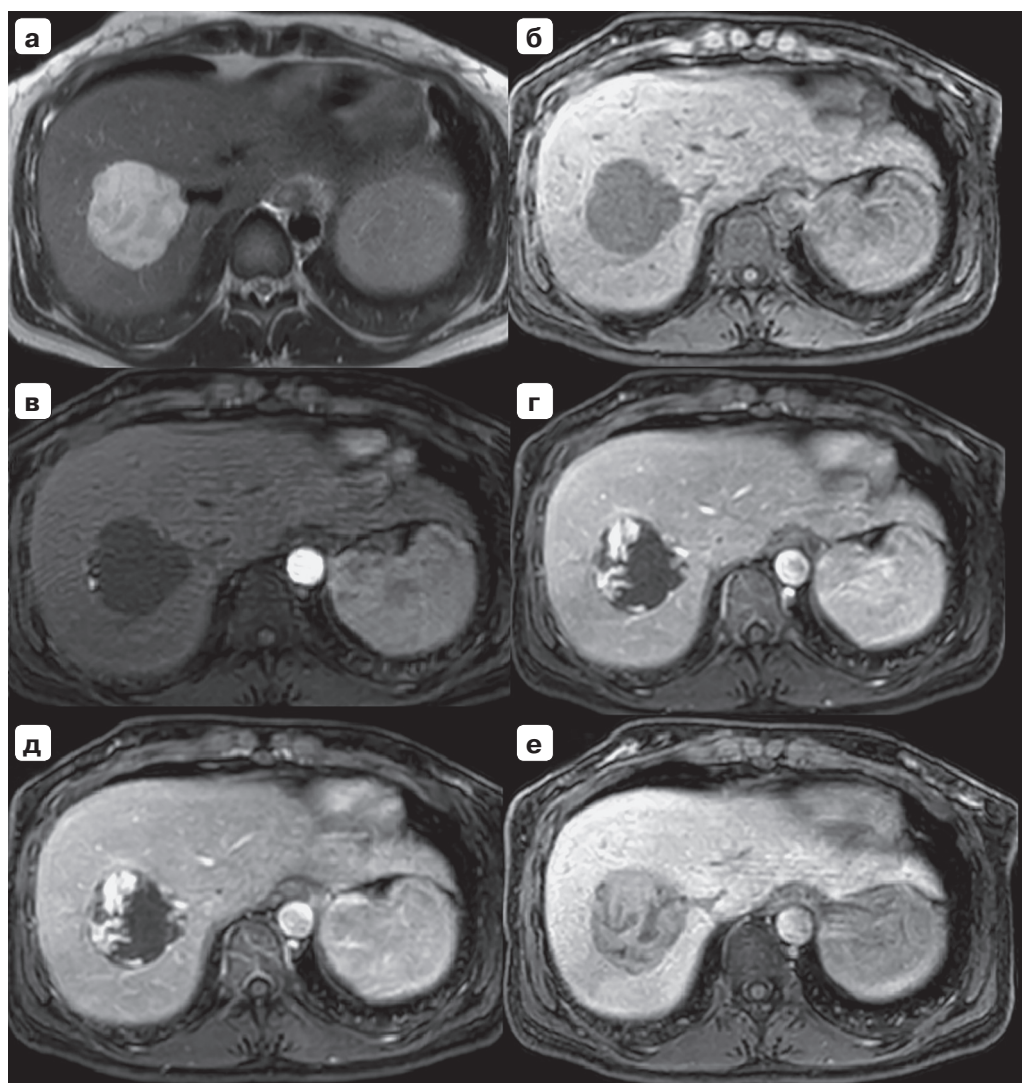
МРТ органов брюшной полости с ГСКП (Gd-EOB-DTPA). Феномен «псевдовыведения» контрастного вещества гемангиомой. При МРТ с использованием ГСКП определяется гиперинтенсивное на T2, гипоинтенсивное на T1 образование, центрипетально накапливающее ГСКП в артериальную фазу. В венозную фазу образование изоинтенсивно паренхиме печени, а в отсроченную (5 мин после введения ГСКП) образование гипоинтенсивно паренхиме печени, что может симулировать феномен «выведения» контрастного вещества, характерный для злокачественных образований. На гепатоспецифической фазе образование не накапливает ГСКП. а – T2-ВИ, нативная фаза; б – T1-ВИ, нативная фаза; в – артериальная фаза; г – венозная фаза; д – отсроченная фаза (5 мин после введения ГСКП); е – гепатоспецифическая фаза (20 мин после введения ГСКП).
